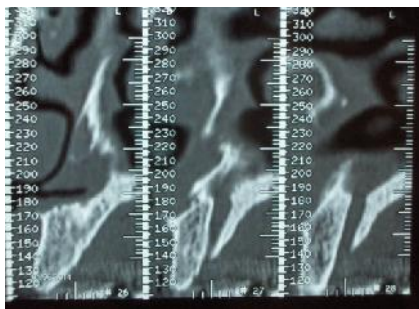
radiographie de contrôle de la 22
